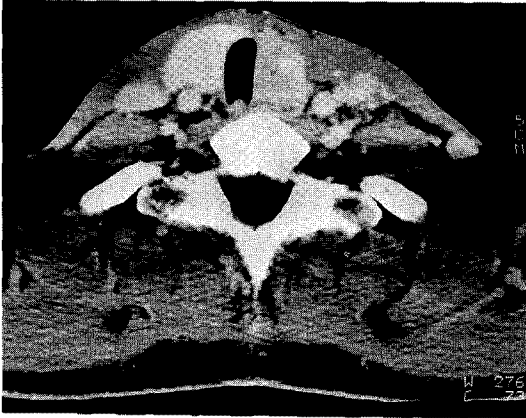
Neck CT shows 3×2 cm size heterogeneous mass in the left lobe of thyroid gland.
